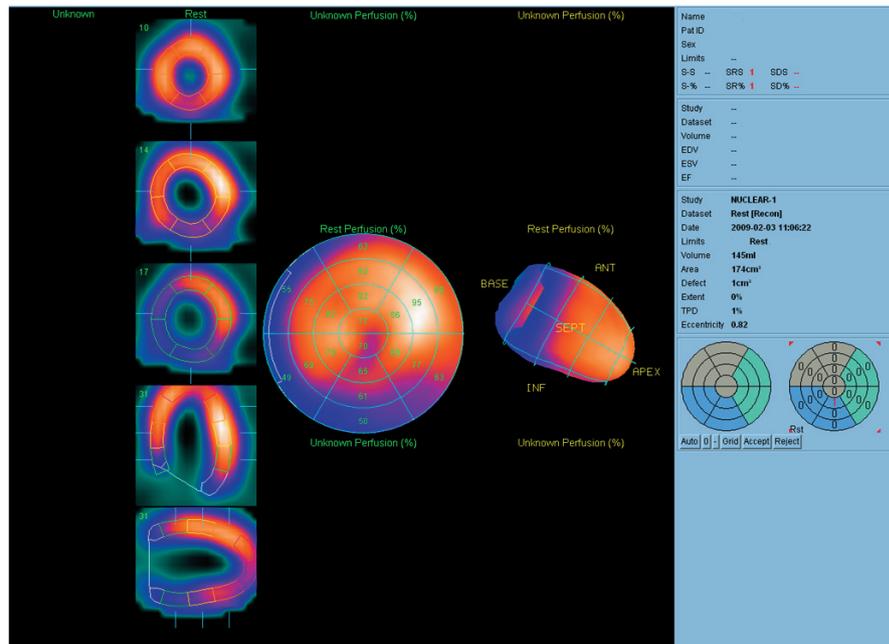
Томосцинтиграфия: гипоаккумуляция ^{99m}Tc-МИБИ в нижней стенке левого желудочка
